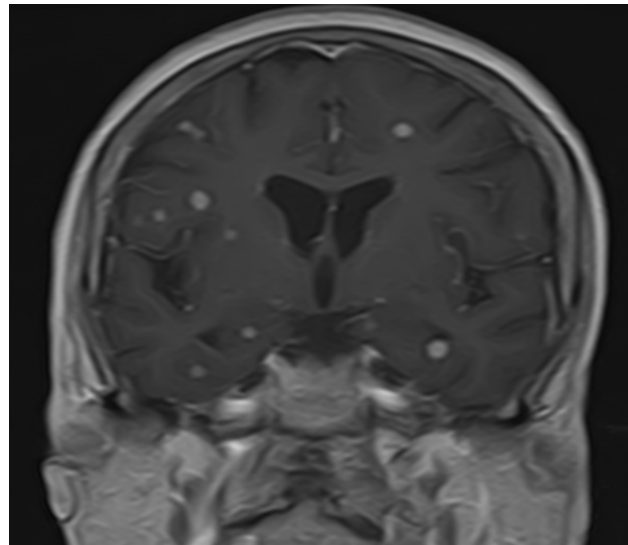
Coupe coronale d'une IRM cérébrale en séquence T1 après injection de gadolinium objectivant de nombreuses lésions nodulaires infra centimétriques se rehaussant de façon annulaire ou nodulaire.
